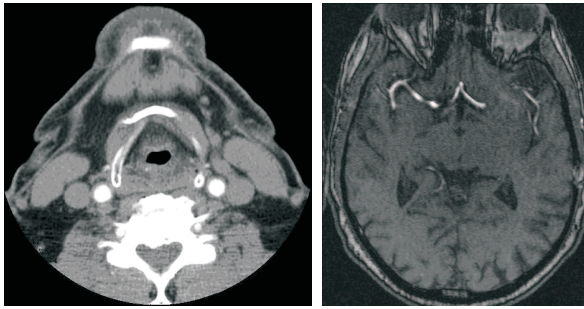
2D снимки компьютерной томограммы головного мозга. Справа четко видны ПИ сонных артерий
